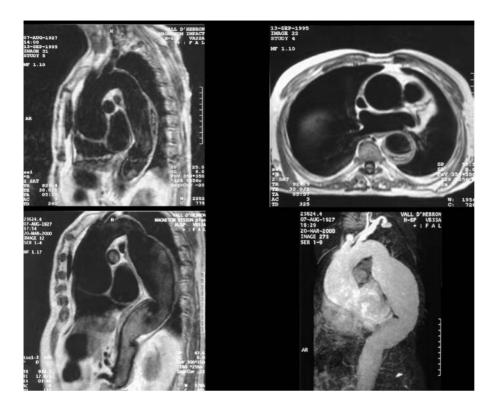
Hematoma intramural de aorta descendente diagnosticado por resonancia magnética (imágenes superiores) que evoluciona a aneurisma fusiforme (imágenes inferiores).
